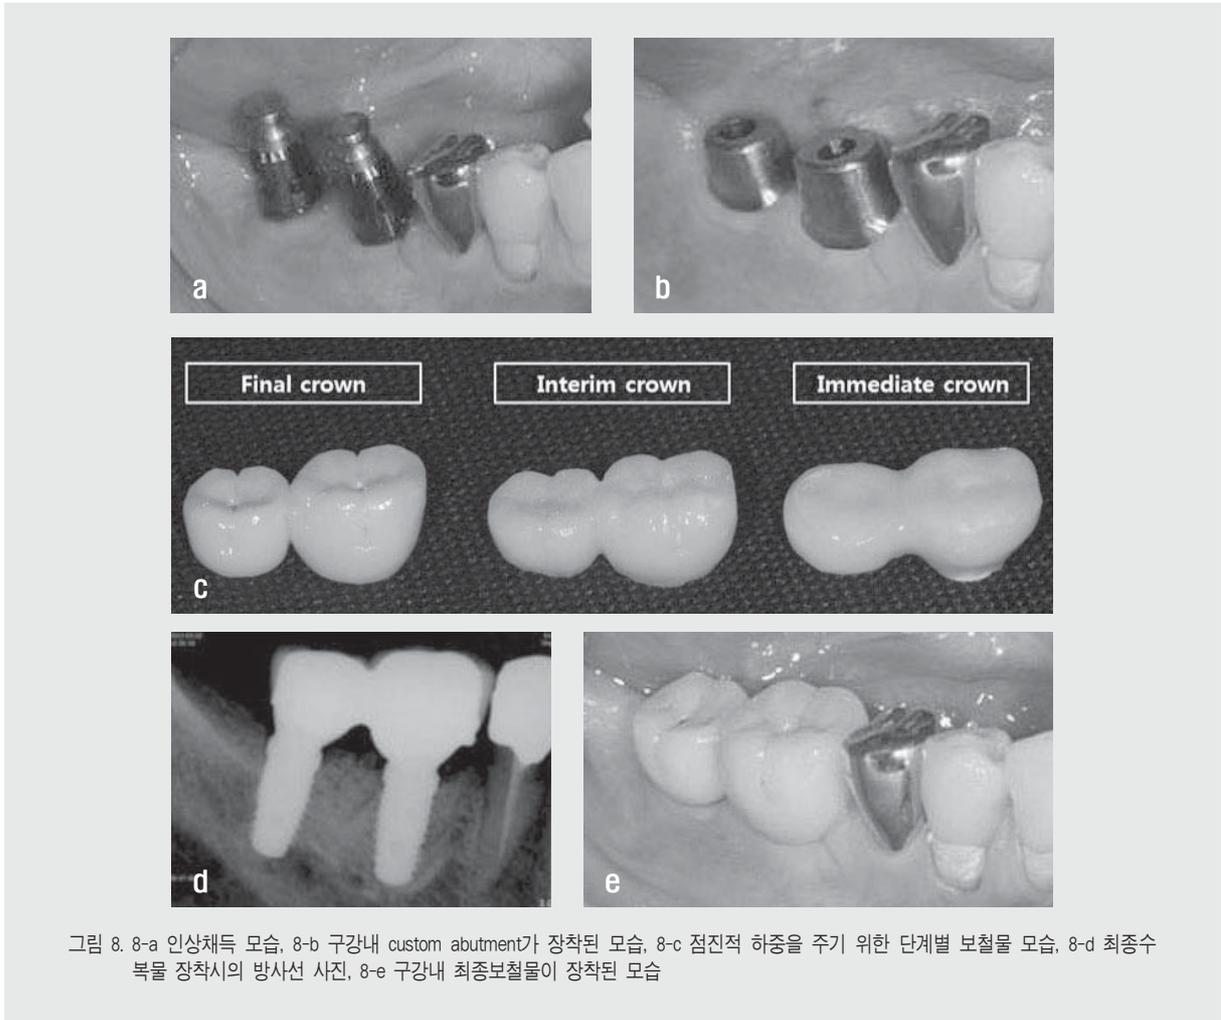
8-a 인상채득 모습, 8-b 구강내 custom abutment가 장착된 모습, 8-c 점진적 하중을 주기 위한 단계별 보철물 모습, 8-d 최종수복물 장착시의 방사선 사진, 8-e 구강내 최종보철물이 장착된 모습
